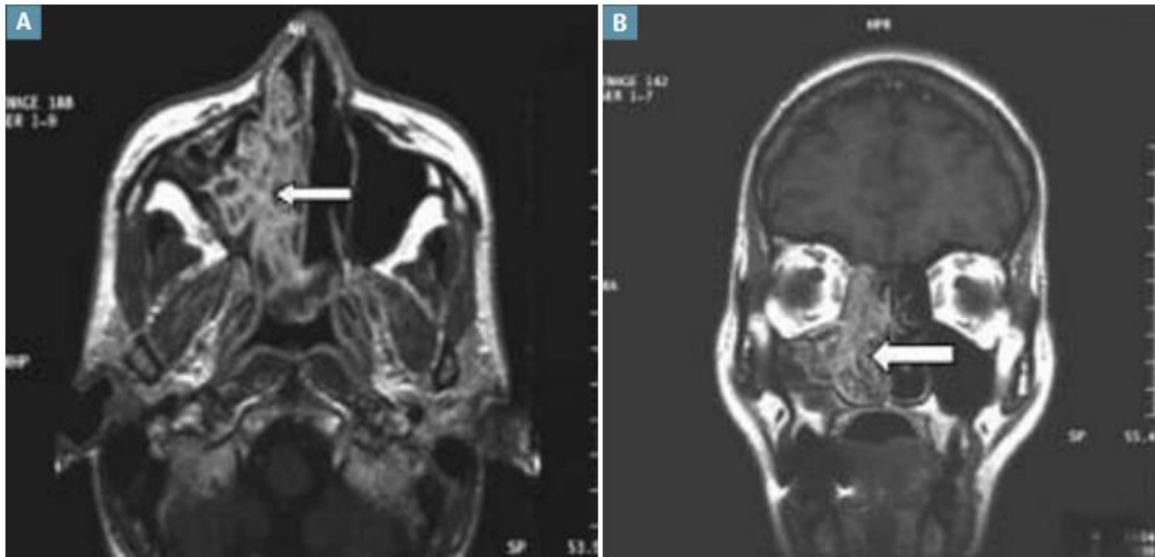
A : Coupe IRM axiale pondérée spin écho T1 après injection de gadolinium.
